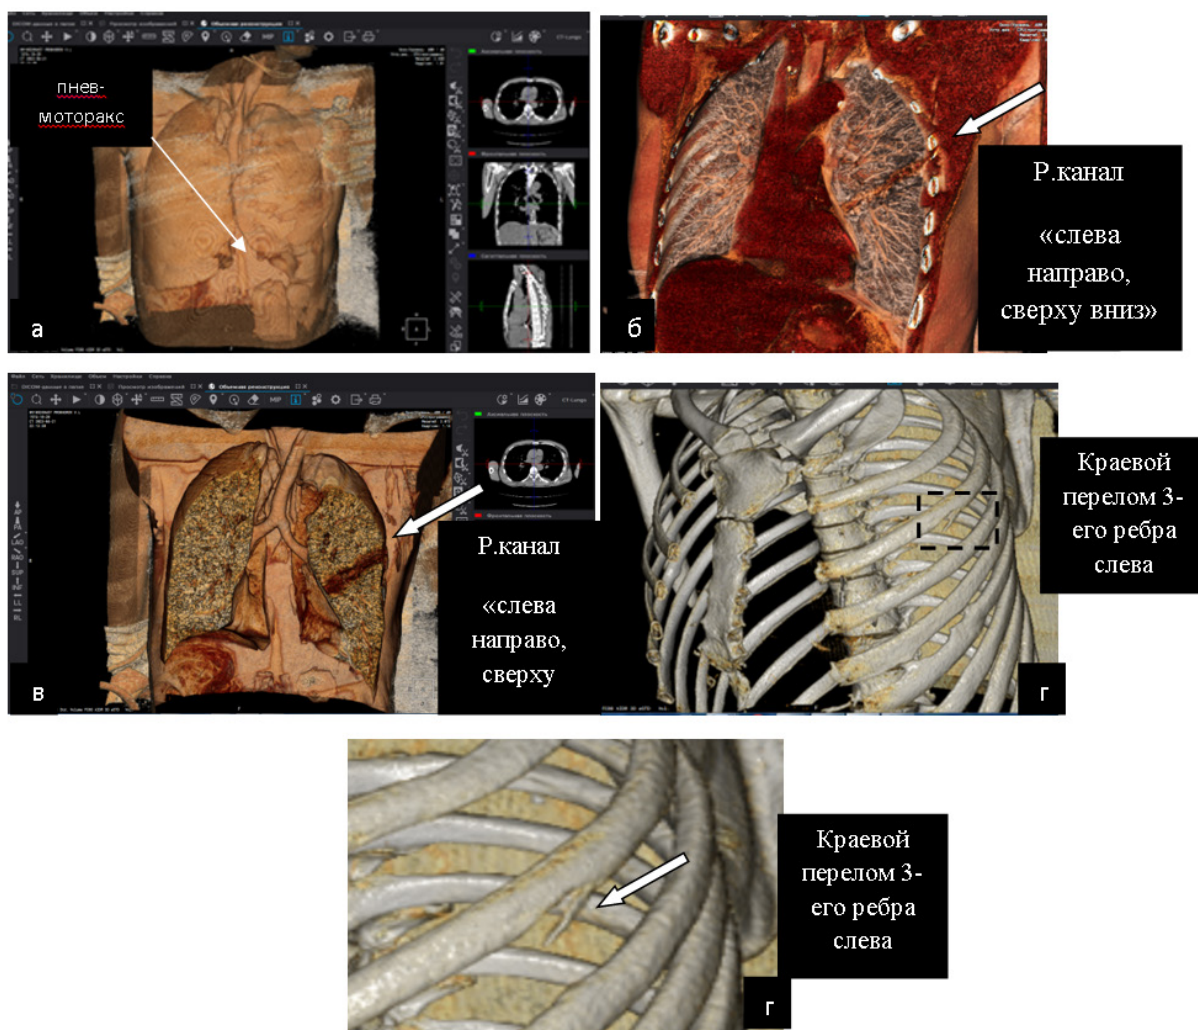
Визуализация повреждений при КТ-исследовании грудной клетки. Объяснение в тексте
